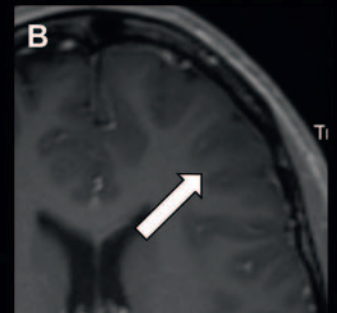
Keine Schrankenstörung – fleckige oder flau, selten auch ausgeprägte Schrankenstörungen, hier Astrozytom WHO Grad II links frontal (MRT, kontrastmittelgestützte T1-gewichtete Sequenz axial)
